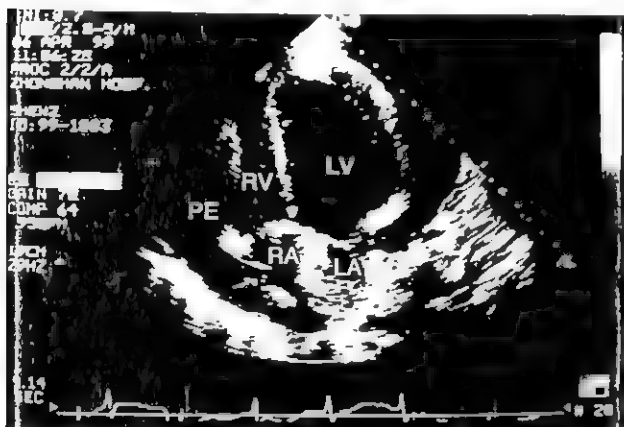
心包积液伴心脏压塞的二维超声心动图
